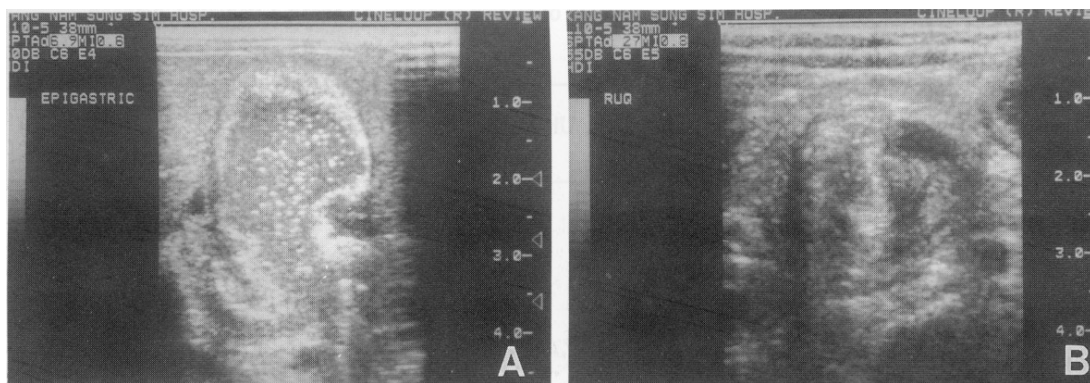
Abdomen ultrasonograms show dilated duodenum due to distal obstruction & malrotation of SMA and SMV.
